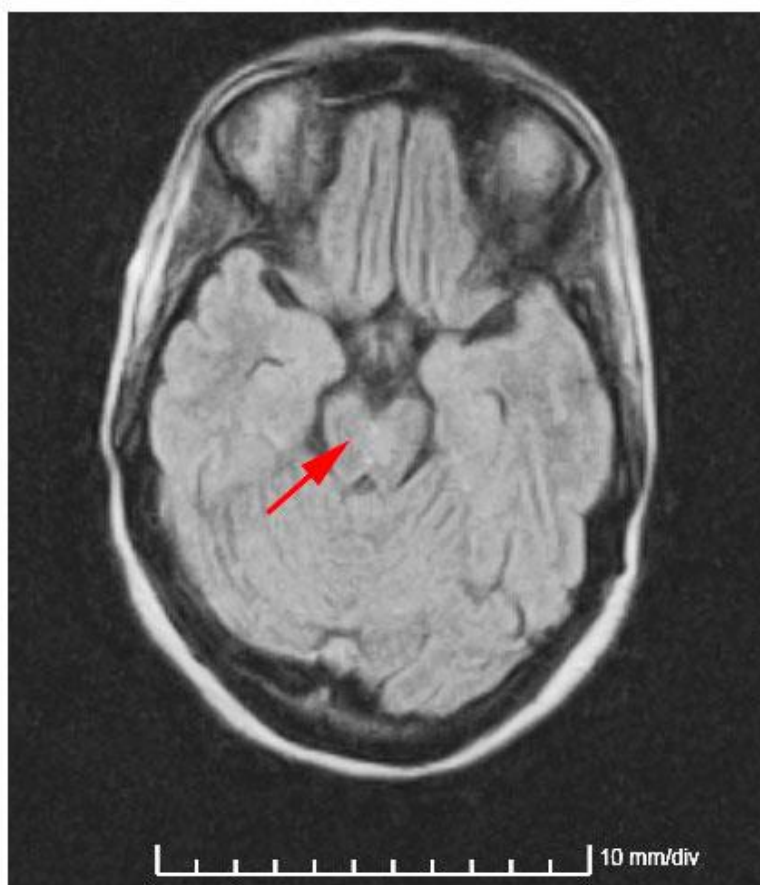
RMN (FLAIR) lesiones hiperintensas en tallo.
